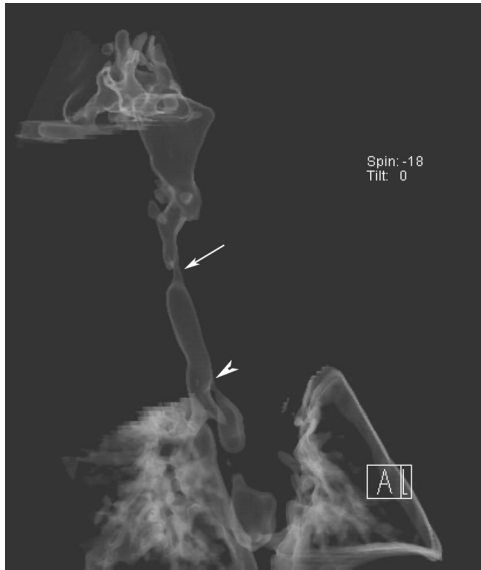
Three dimensional neck CT. Narrowed space in the subglottic area (arrow) suggests stenosis. Note that the distal trachea-esophageal fistula (arrow head) is located posterior to the tracheal bifurcation.
